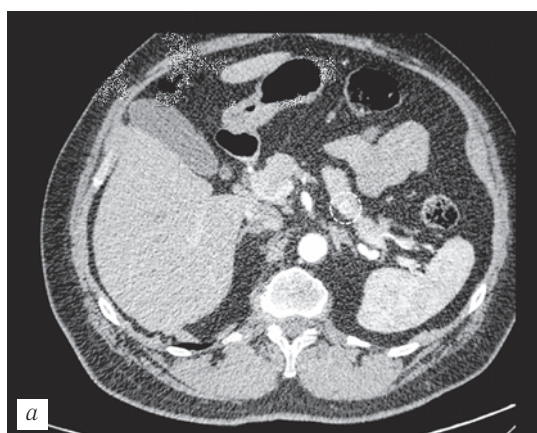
МСКТ инсулином поджелудочной железы, аксиальный срез, артериальная фаза контрастирования: *а* — гиперденсный относительно паренхимы участок в хвосте поджелудочной железы (обозначен пунктиром); *б* — гиподенсный относительно паренхимы участок в хвосте поджелудочной железы (обозначен пунктиром).
